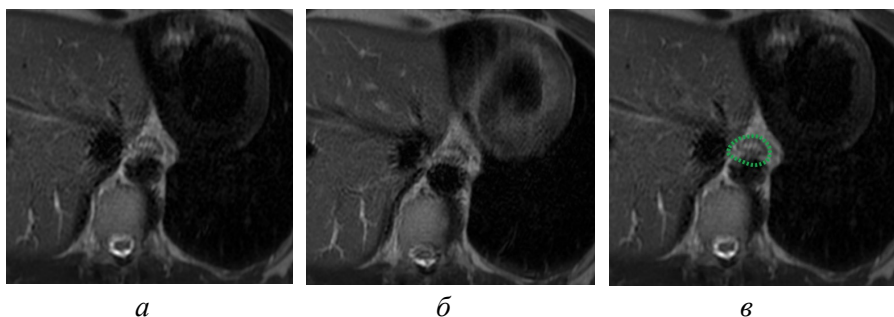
МРТ. T2-ВИ. Высокорастворяющие серии. Визуализация нижнегрудного отдела пищевода (зеленая линия) при разной толщине среза. При толщине среза 3 мм отмечается более высокий уровень шума. При этом значимой разницы в числе деталей нет: а – аксиальная плоскость, толщина среза 3 мм; б – аксиальная плоскость, толщина среза 4 мм; в – аксиальная плоскость, толщина среза 3 мм, аннотированное изображение [оригинальный рисунок].
